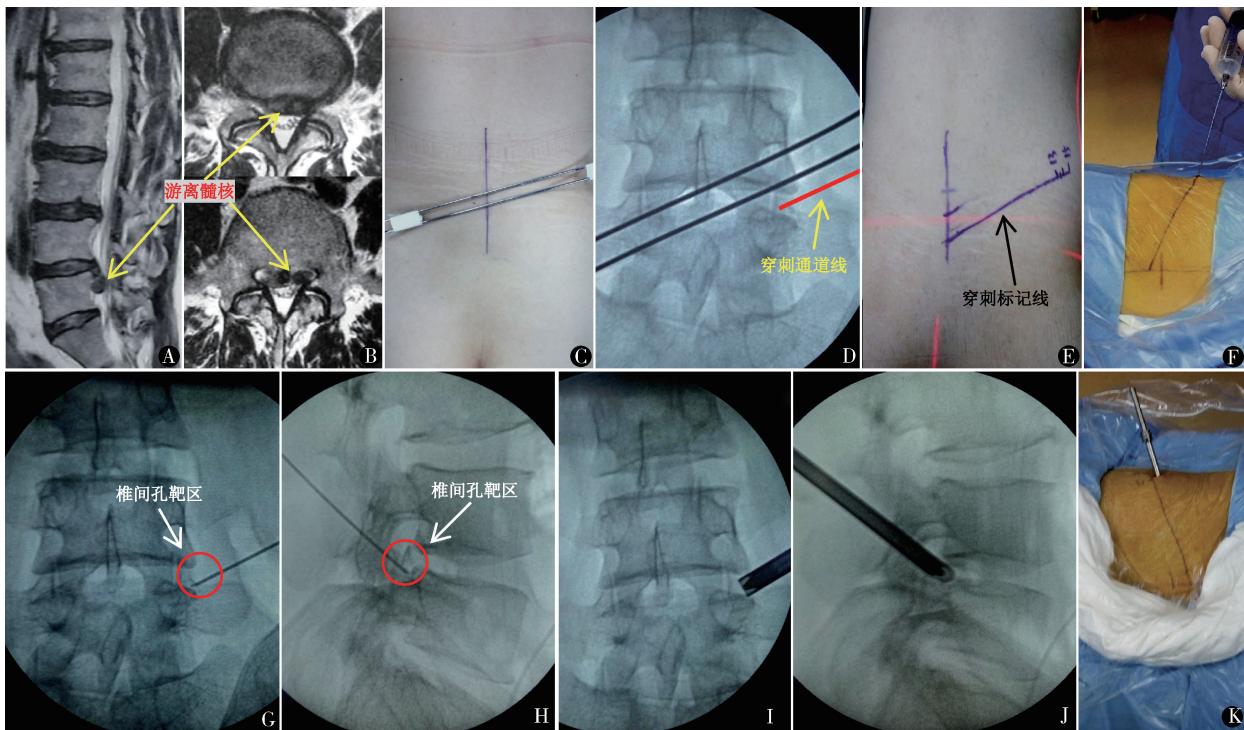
男,42岁,腰痛伴右下肢放射痛5个月,加重伴麻木1个月入院,腰椎MRI(A、B)示L_{4/5}椎间盘右侧脱出椎管(游离型),简式穿刺内镜监视下置管法行PELD,克氏针体表定位冠状位穿刺通道(C、D),透视后标记冠状位体表投影线(E),根据体表投影线穿刺至椎间孔靶区(F~H),置入工作通道至椎间孔靶区(I~K)
